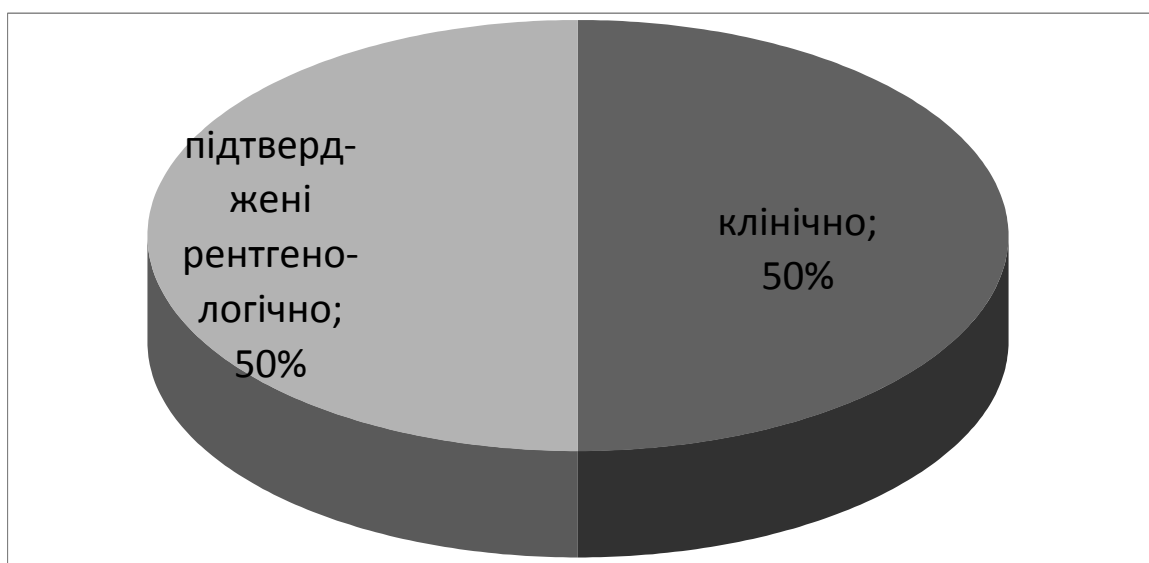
Клінічні та рентгенологічні дані діагностики постравматичних пневмотораксів.
